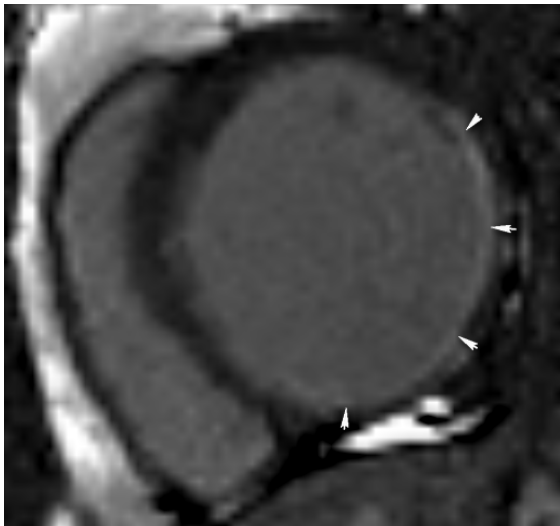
МРТ сердца пациентки И., 60 лет. Поствоспалительный фиброз в МЖП
